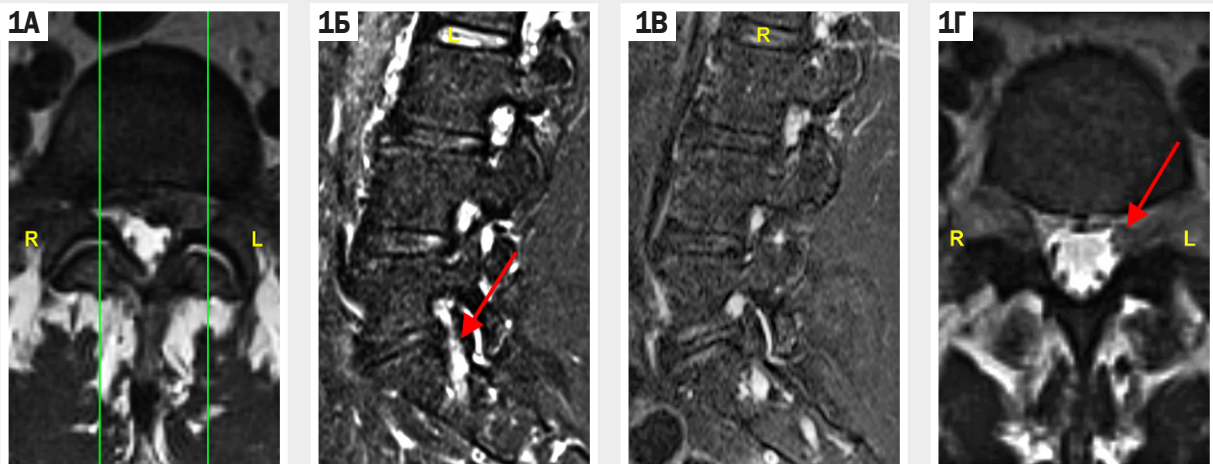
МРТ випадку. А: сагітальний зріз на рівні L5-S1 МХД (T2В), вертикальні лінії відповідають проєкції сагітальних зрізів; Б: зліва; В: справа (STIR); Г: сагітальний зріз на рівні нижнього краю тіла L5 (T2В).
